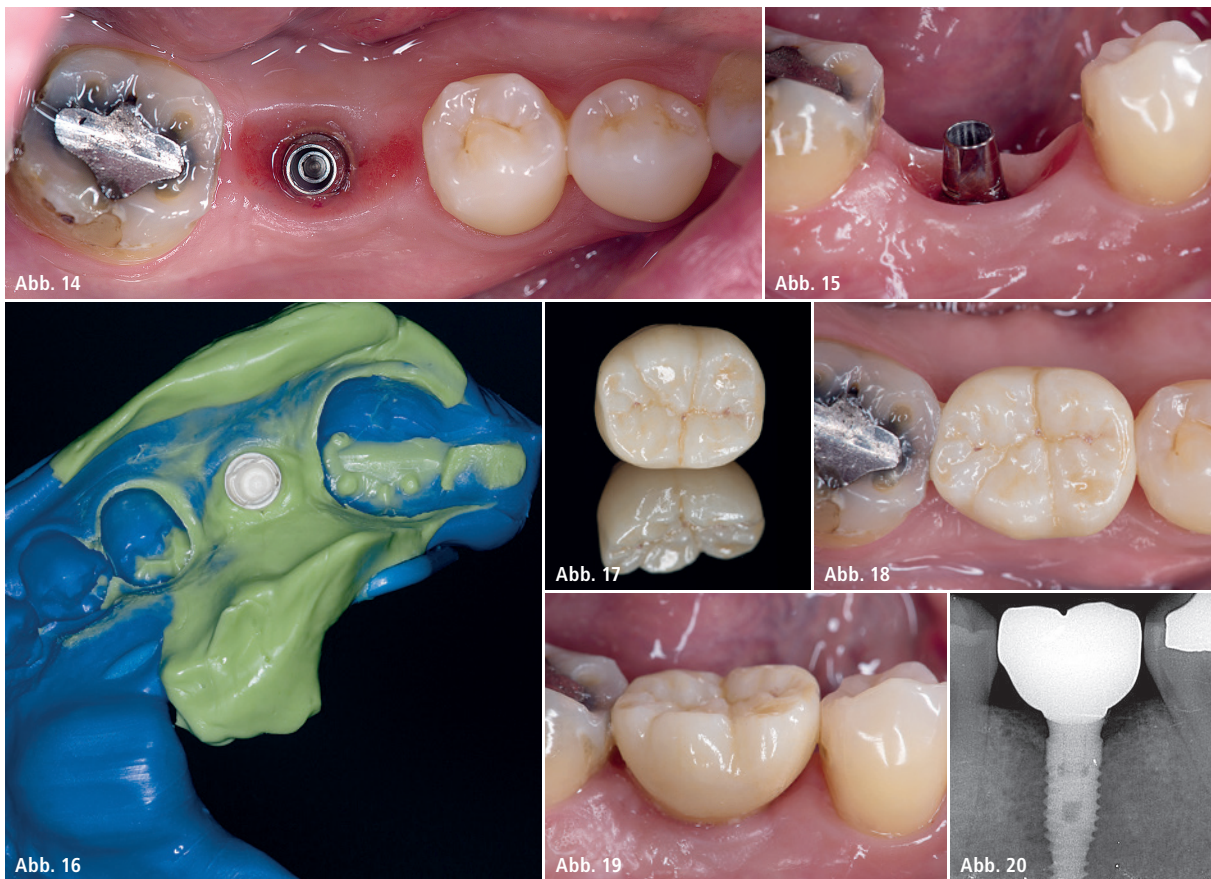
Situation drei Monate nach Implantation. – Abb. 16: Geschlossene Abformung. – Abb. 17: Finale Krone. – Abb. 18 und 19: Zementierte finale Krone. – Abb. 20: Röntgenbild sieben Monate nach Implantation.
